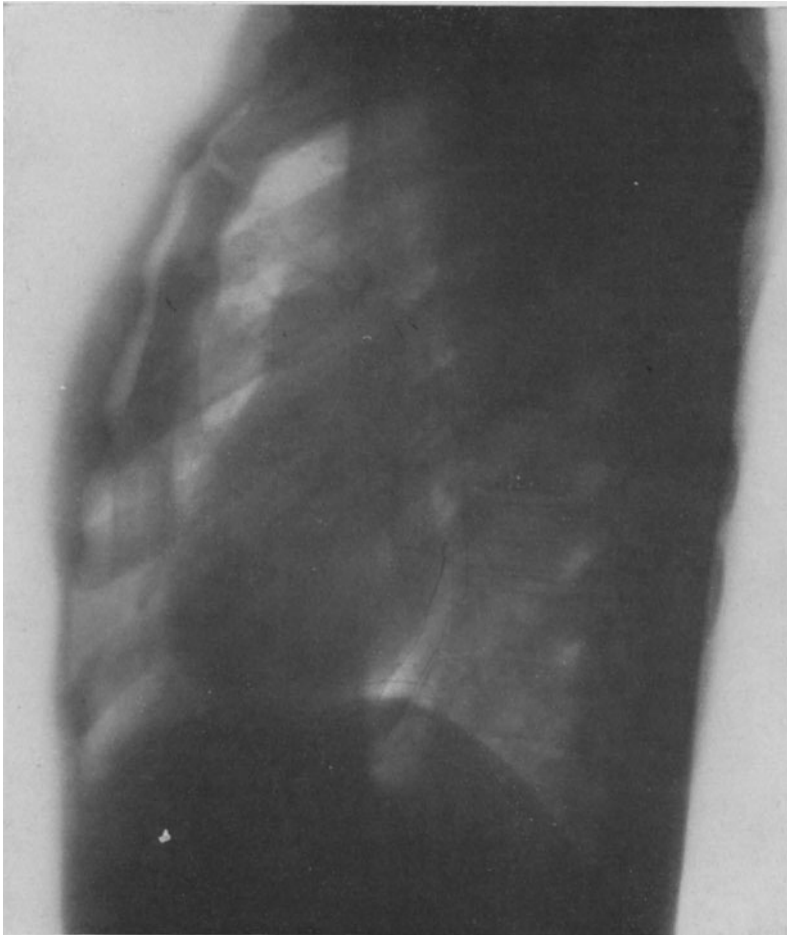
Normales dextrosinistrales (frontales) Thoraxröntgenogramm.
